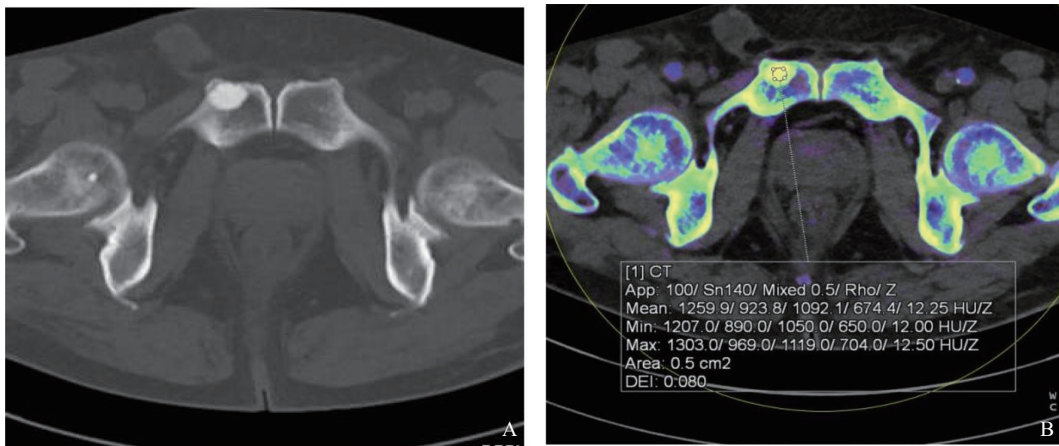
典型病例2（患者，男性，72岁，胆管细胞癌，右耻骨上支骨岛）CT图像
